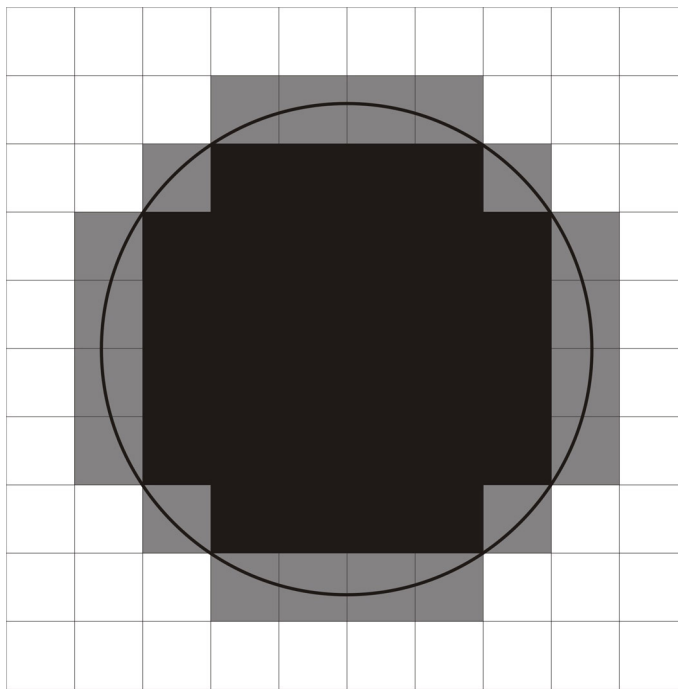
Auswertung der MRT-Flussmessungen.
